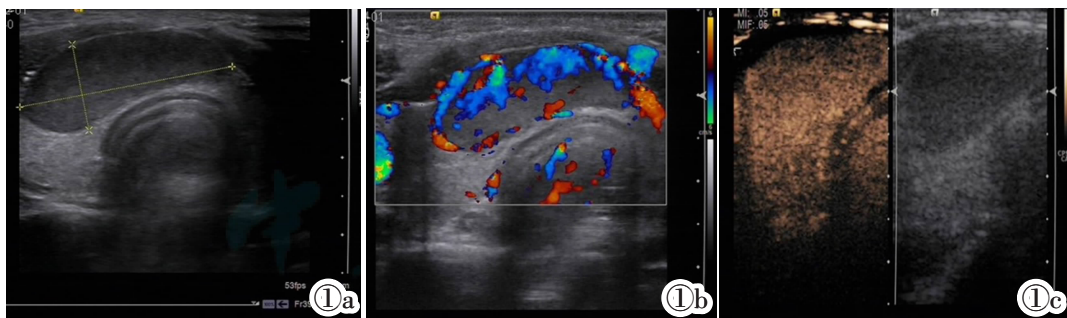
甲状腺结节超声图像。图 1a:二维灰阶超声图像,甲状腺右侧叶及峡部可见实性低回声结节,边界清晰,结节大小为 27.8 mm×11.3 mm。图 1b:彩色多普勒血流图像,结节内血流信号丰富,周边血流环绕。图 1c:超声造影图像,可见结节呈快速环形充盈并呈高增强。
